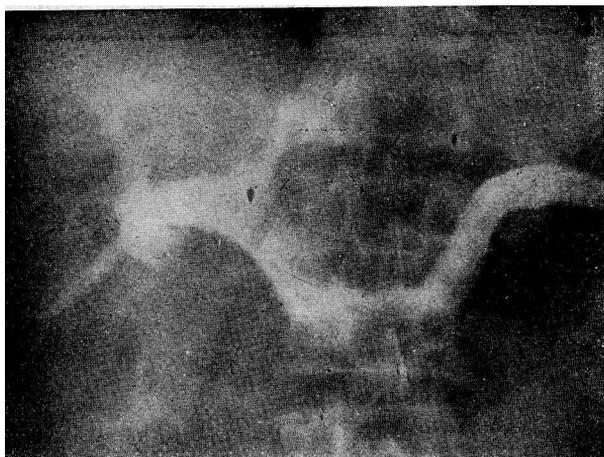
Radiografía obtenida inmediatamente de terminada la inyección. Visualizándose en forma nítida la vena esplénica, la porta y sus ramas principales.
